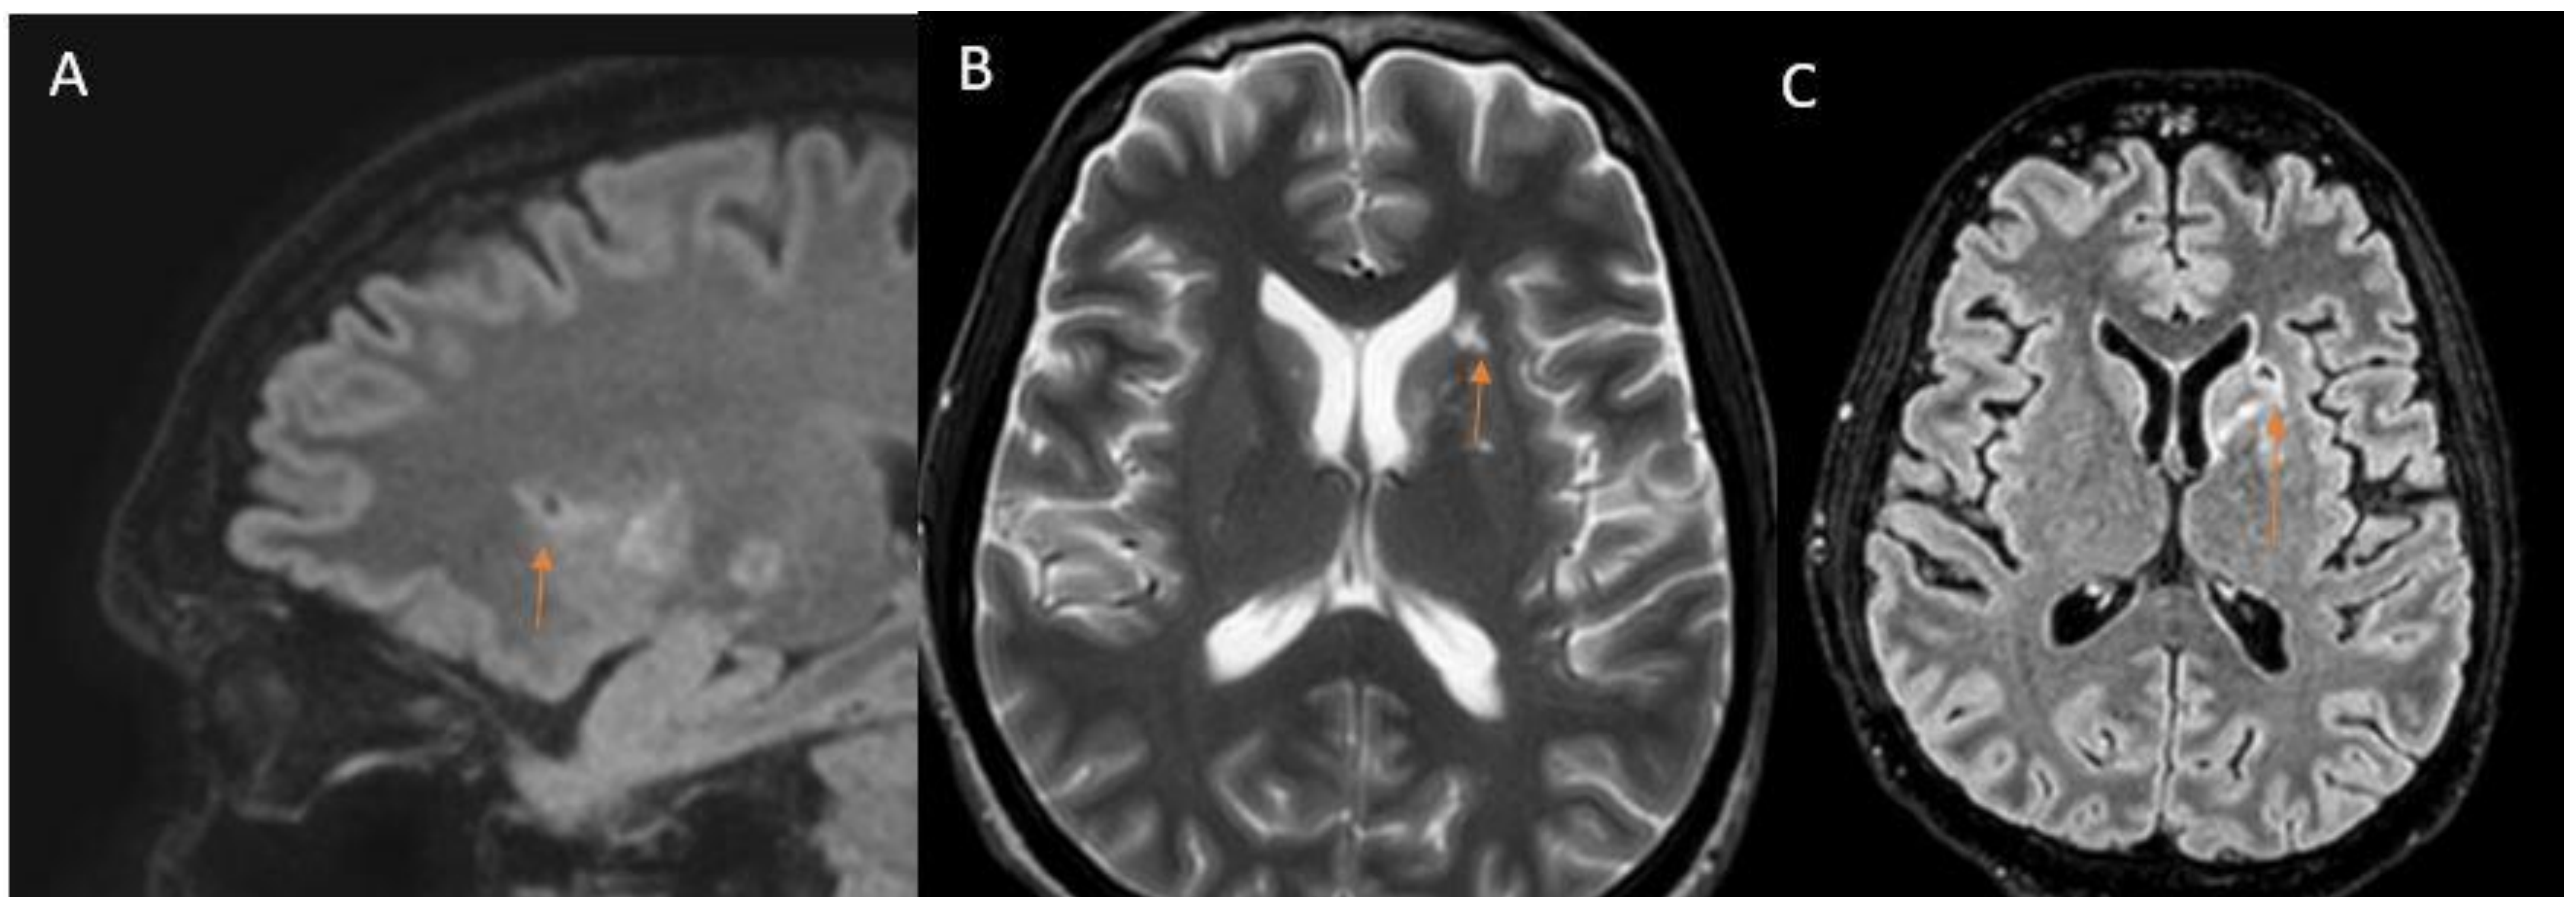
Pseudoquistes gelatinosos: A. T1 sagital. B. T2 axial C. FLAIR axial. Hipointensidades en T1 e hiperintensidades en T2, supresión de la señal en FLAIR, sin edema perilesional.
